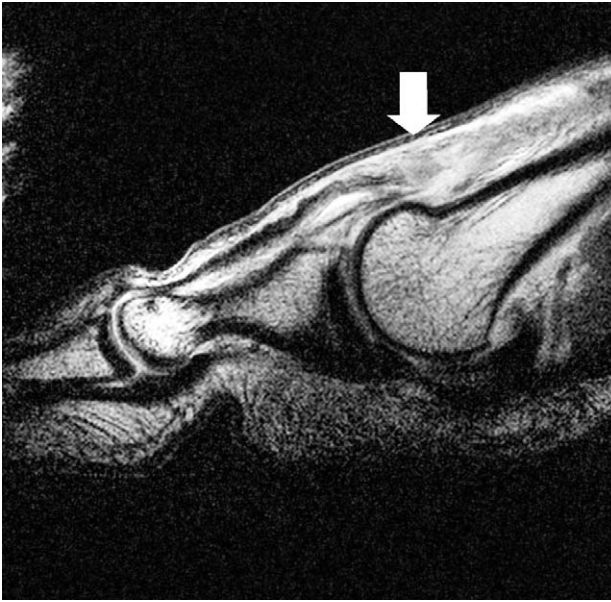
Sagittal image of MRI revealed the rupture of the EHL tendon at the level of the first metatarsal head (arrow).
